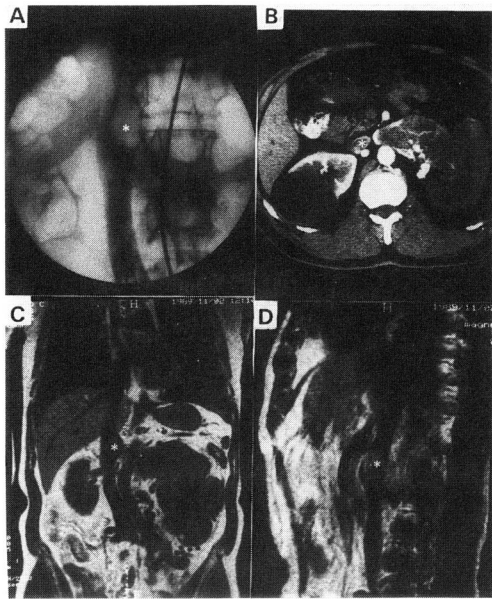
A: Venacavography, B: Computed tomography, C, D: MRI, *: Tumor thrombus in inferior vena cava
